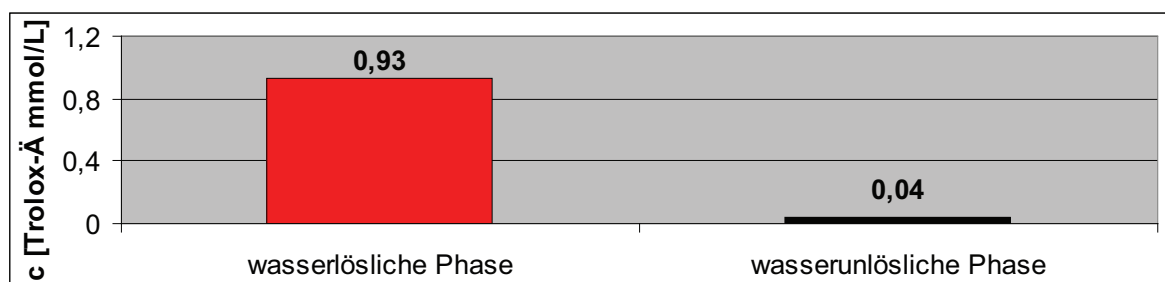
TAC-Werte in Frischen Erbsen
